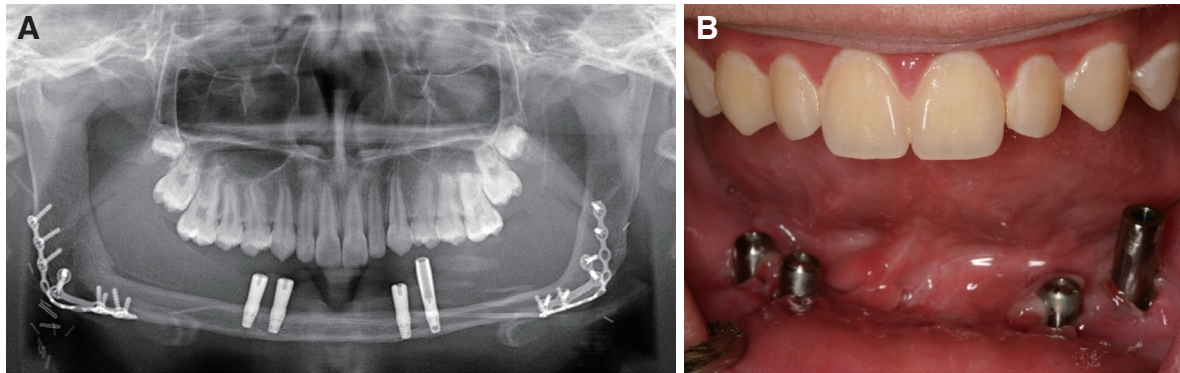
(A) Panoramic radiograph after implants placement, (B) Intraoral photograph after implants placement.
